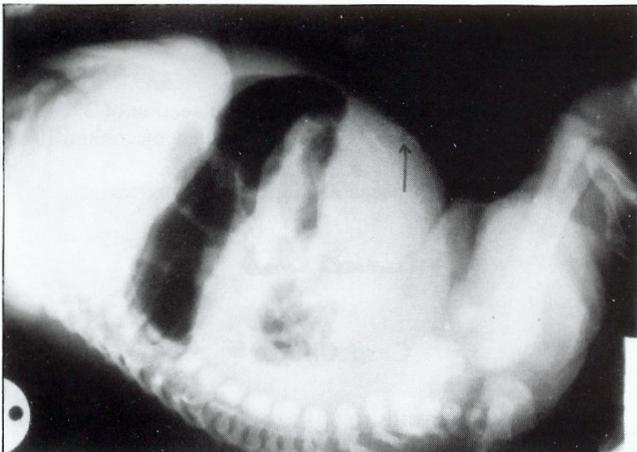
Radiografia tóraco-abdominal (perfil): distensão gasosa das ansas intestinais com esboço de níveis; calcificações intra-abdominais (seta).
